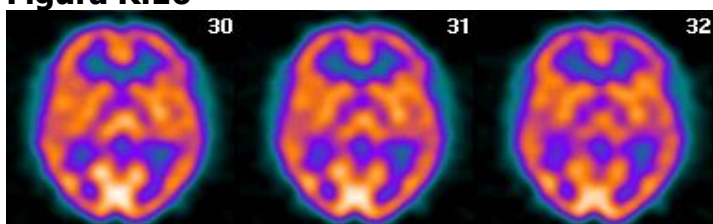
Exploración SPECT-PCR sin hallazgos.
